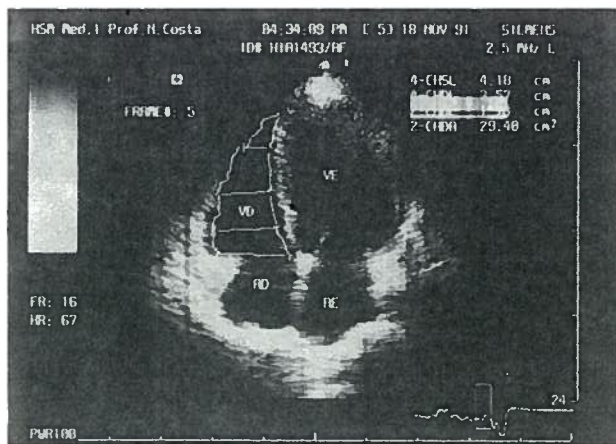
Ecoc 2D — Via apical 4 Cam: Planimetria e medição dos diâmetros transversos do ventrículo direito.
